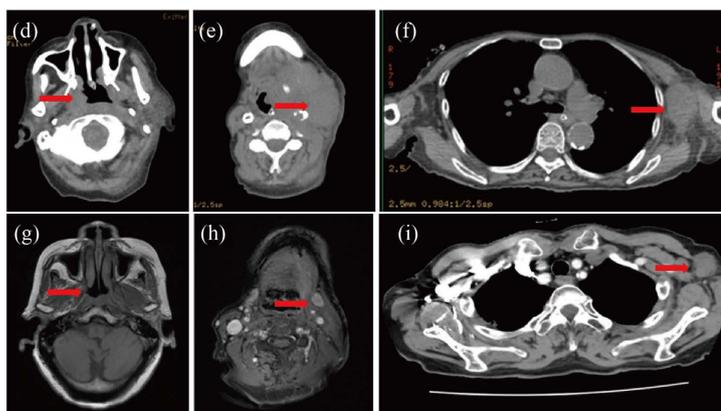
(d)~(f): 2023-03-02 PET/CT images show tumor invasion before treatment; (g)~(h) 2023-07-03 Nasopharyngeal + non-contrast cranial scan + enhanced resonance imaging images after treatment; (i) 2023-07-04 Chest noncontrast + contrast-enhanced CT after treatment (Note: Figures (f) and (i) are both axillary lymph nodes, which are not at the same level due to different positions)
